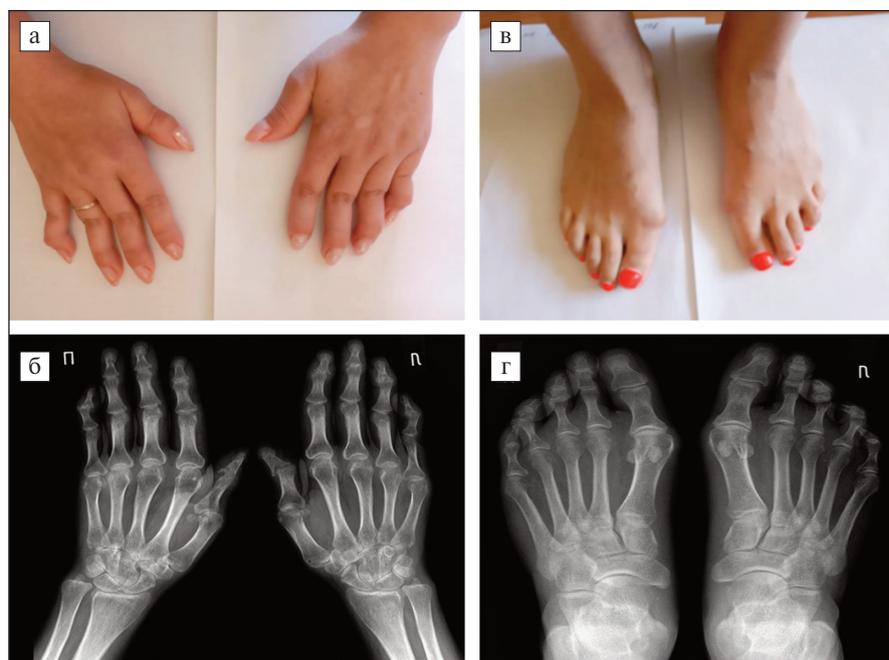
Пациентка П., 34 лет: а — деформация суставов кистей по типу «шеи лебедя»; б — рентгенография кистей в прямой проекции; в — вальгусная деформация I плюснефаланговых суставов; г — рентгенография стоп в прямой проекции (здесь и на рис. 2: представлены рентгенограммы из коллекции авторов)
